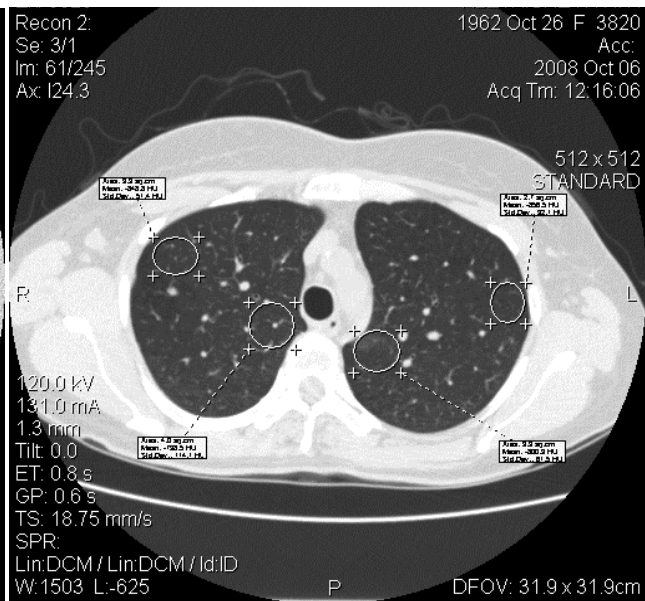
2Б. Зріз МСКТ хворої Т. (ХОЗЛ)
